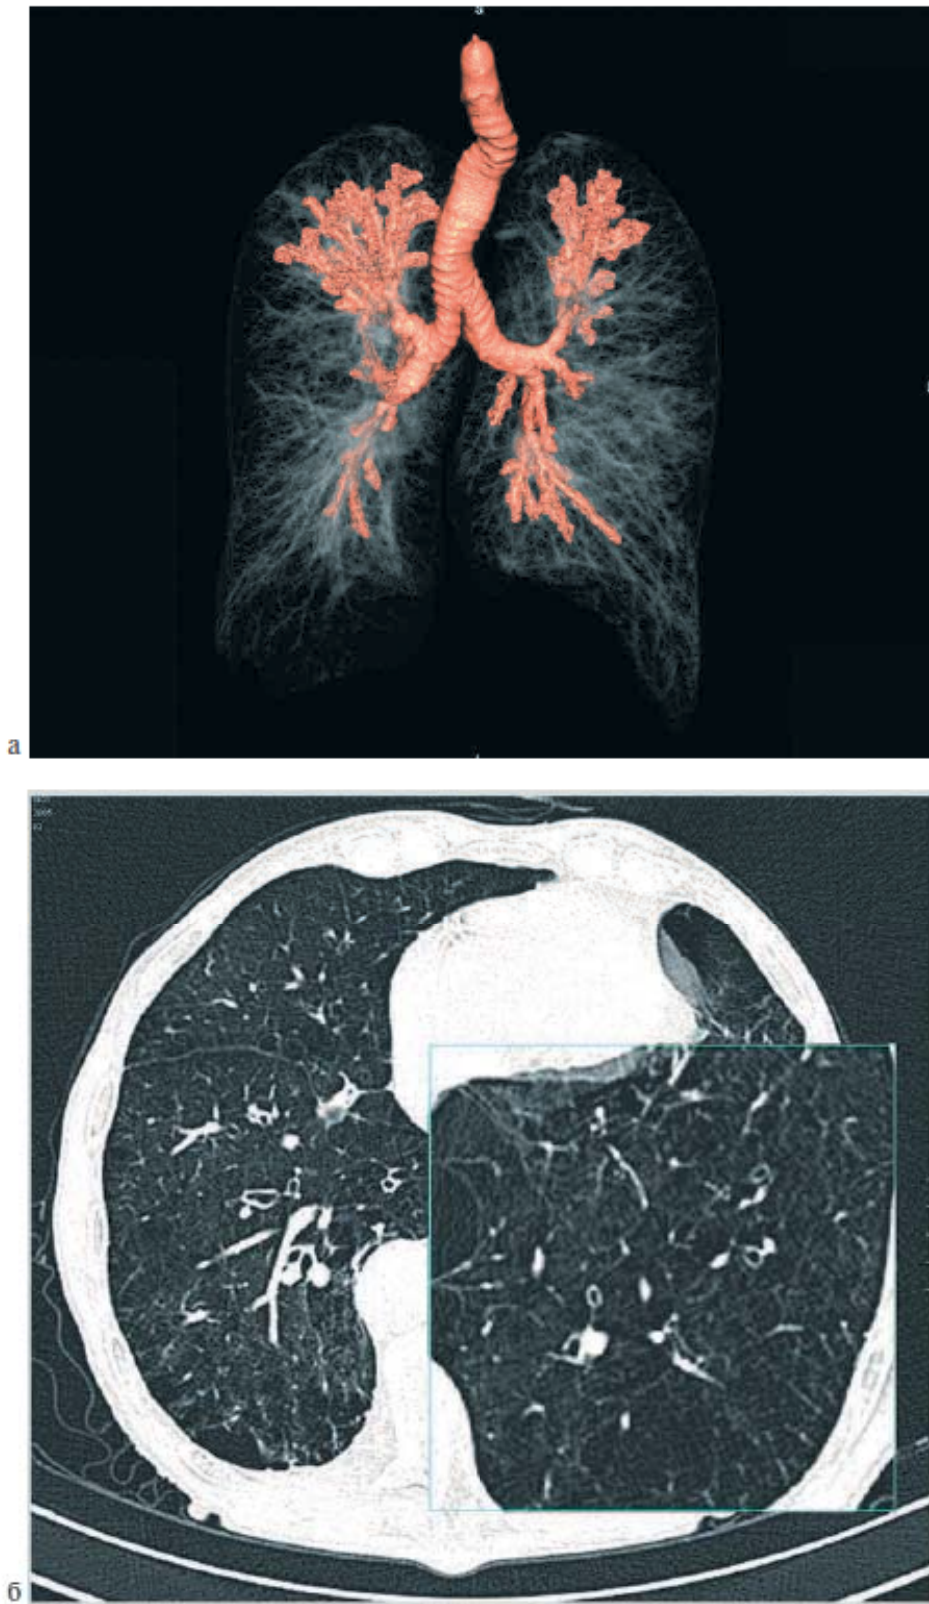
Реконструкция бронхиального дерева и наиболее типичные места расположения БЭ у больных с ХОБЛ (а) и компьютерная томограмма больного ХОБЛ тяжелого течения; обращает внимание диффузный характер БЭ (б).
